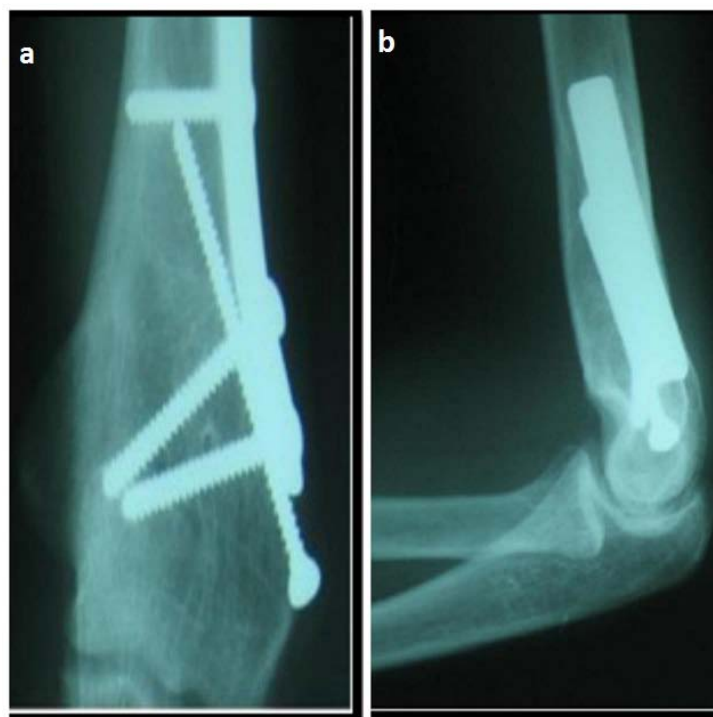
Radiographie du coude droit face (a) et profil (b) montrant la correction d'un varus avec fixation par vissage et plaque vissée chez un enfant de 6 ans.
